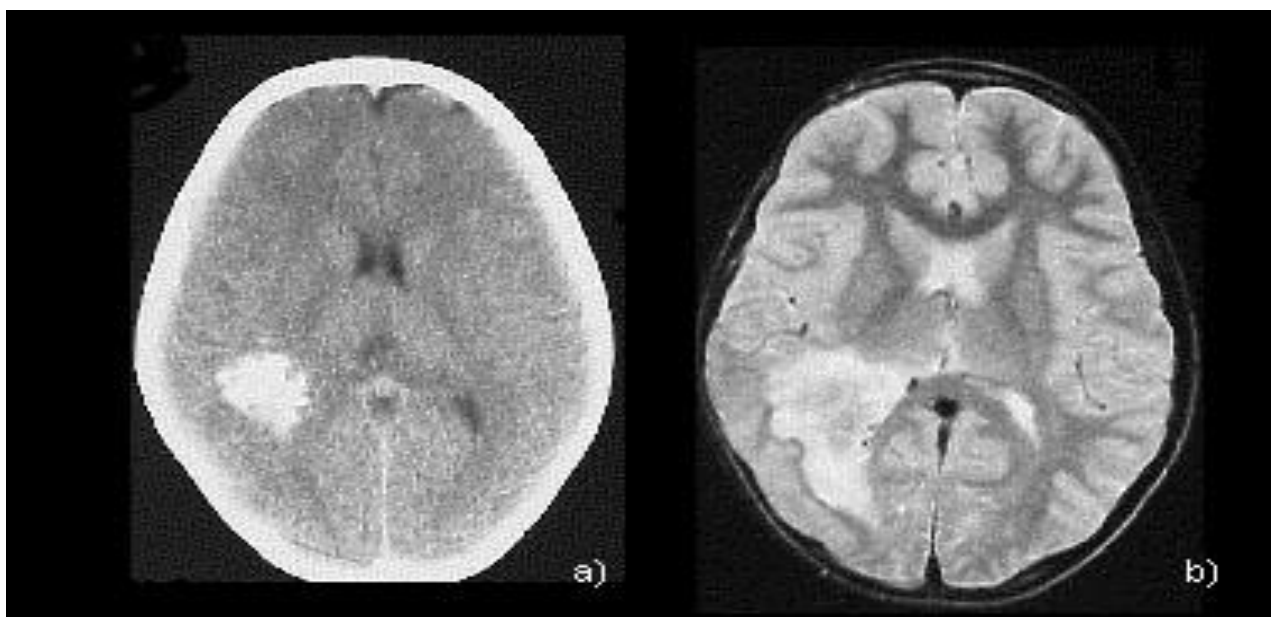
olidendrioglioma peritrigonale destro in sezione assiale: TC (a) e RM (b)
